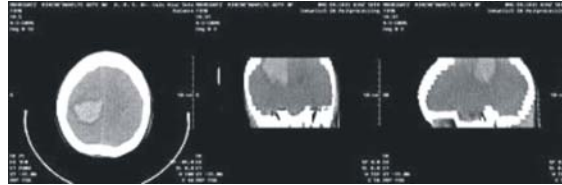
TC de cráneo simple.
